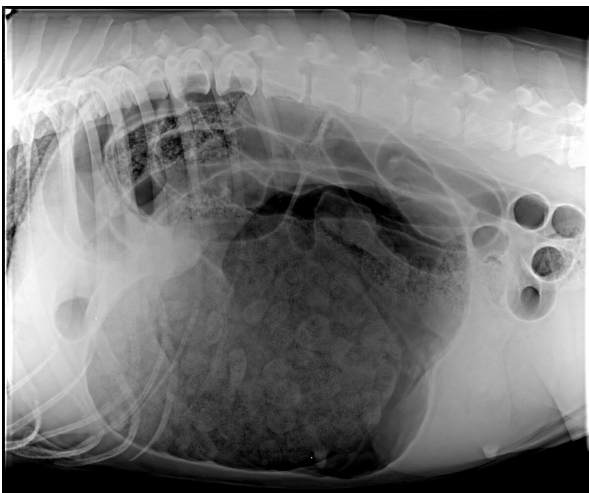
Radiographie : estomac dilaté et tordu.
